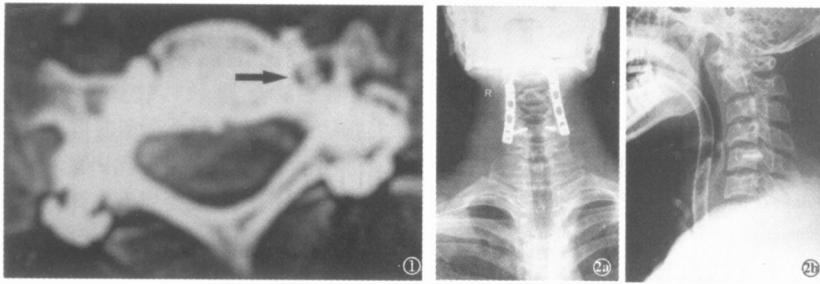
患者,男,39岁,CT扫描示左侧 1枚螺钉误入横突孔损伤椎动脉(箭头所示) 图 2 患者,男,26岁 2a.X线正位片示术后 16个月左侧 1枚螺钉断裂;2b.X线侧位片示行内固定取出术后,因断钉取出风险较大仍留置体内
